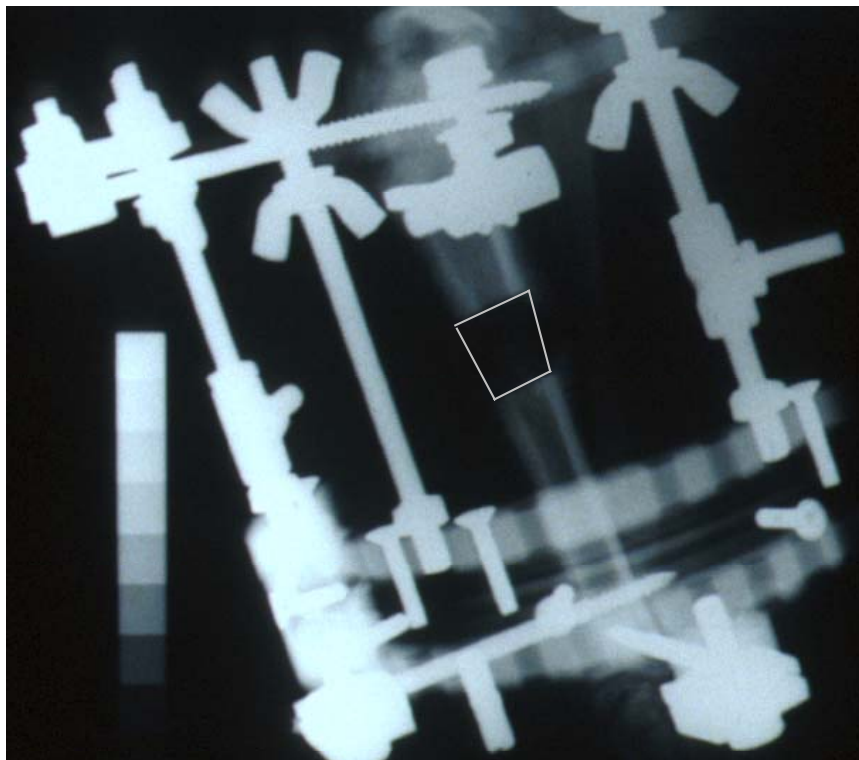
Darstellung eines digitalisierten Röntgenbildes am Versuchstag 19 der Meßphase
